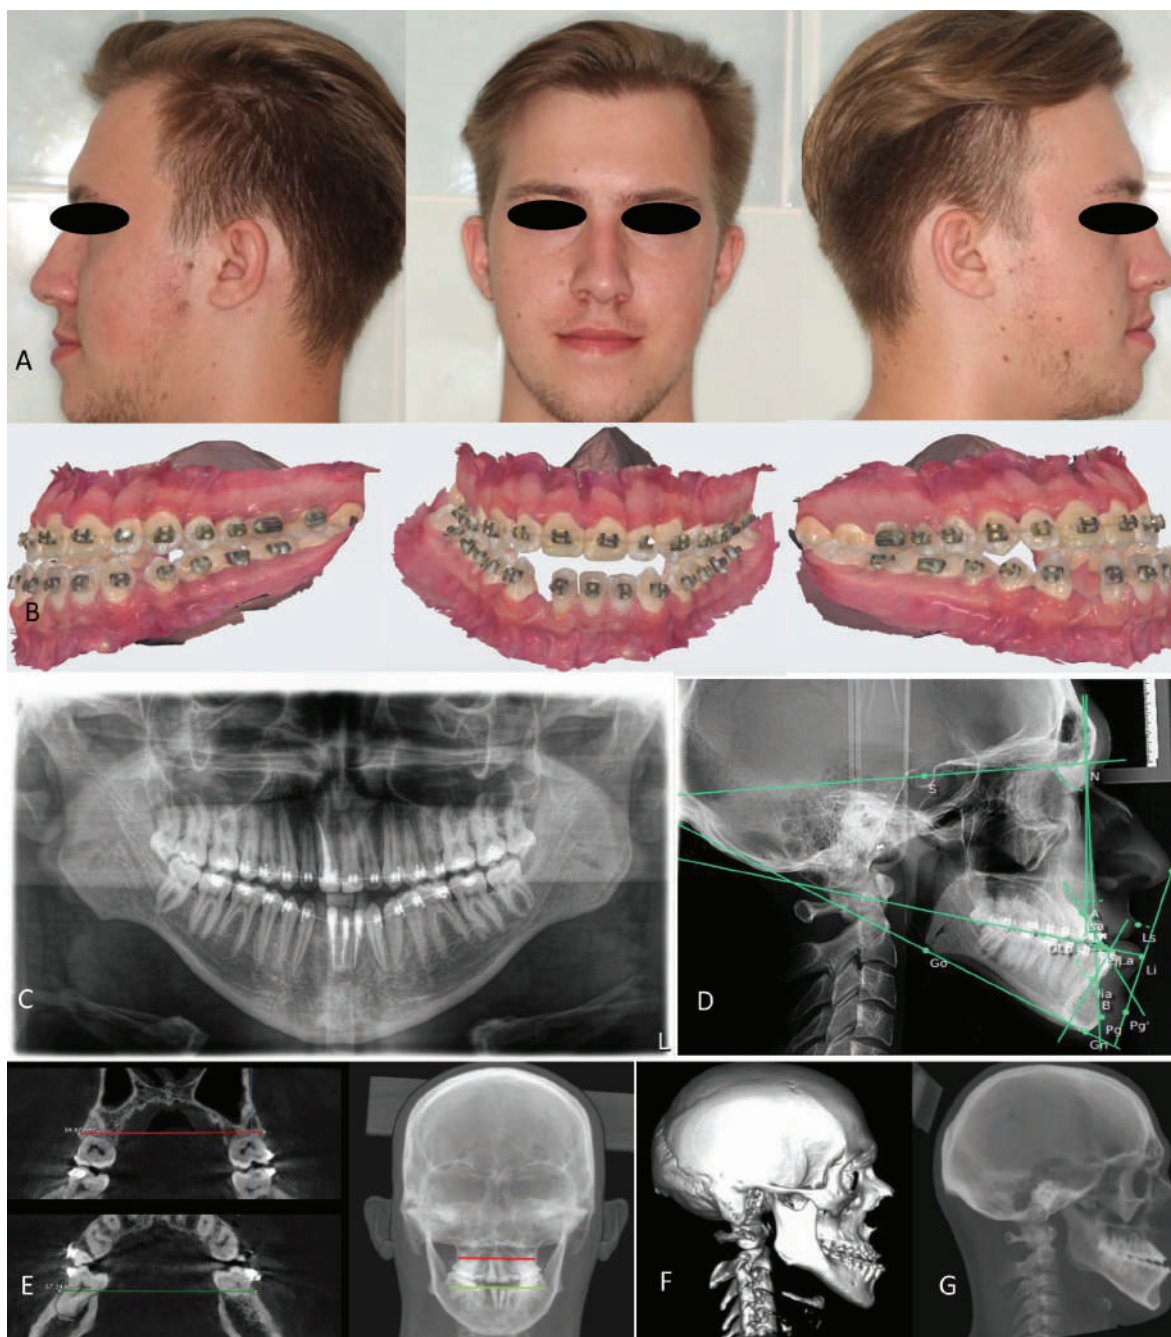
Examenul clinic și paraclinic al pacientului Z/M. A. Aspect fotografic exobucal (profil stânga, normă frontală, profil dreapta). B. Scanarea intraorală (profil stânga, normă frontală, profil dreapta). C. OPG preoperator. D. TRG de profil. E. Metoda Penn pentru determinarea discrepanței transversale. F. CT reconstrucție 3D. G. CT de profil. (Cazuistica Omni Dent)
